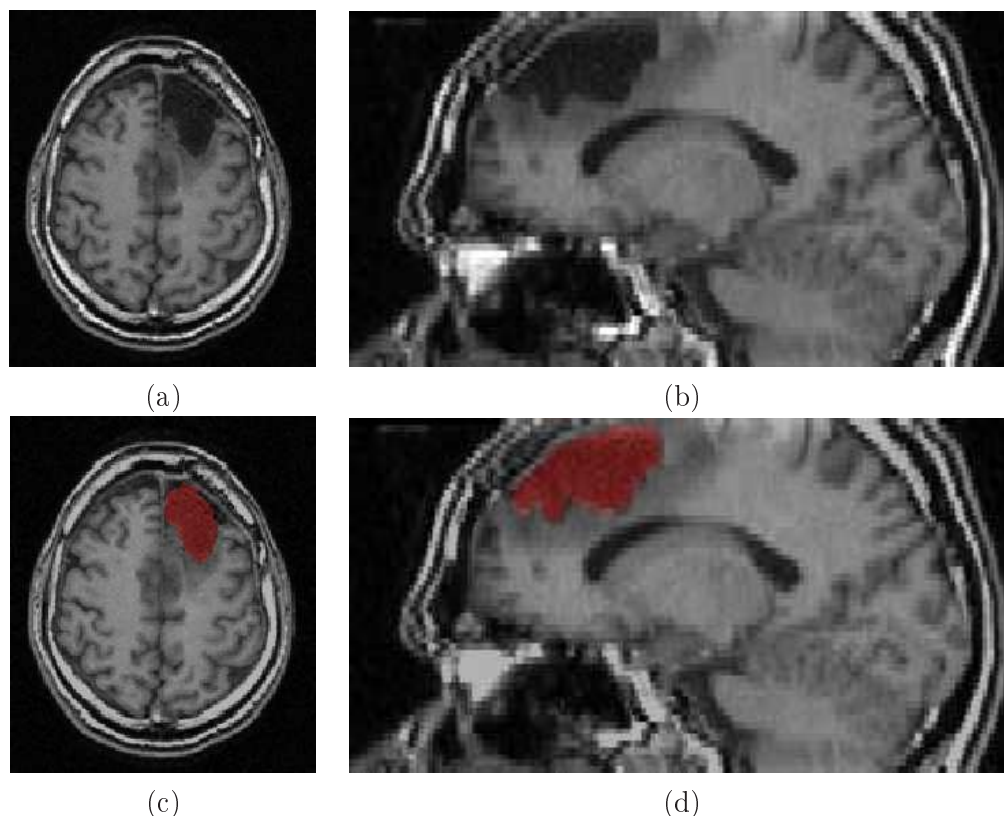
Exemple de lit opératoire extrait. Ligne du haut : IRM T1, ligne du bas : superposition du lit segmenté sur l'IRM T1.
